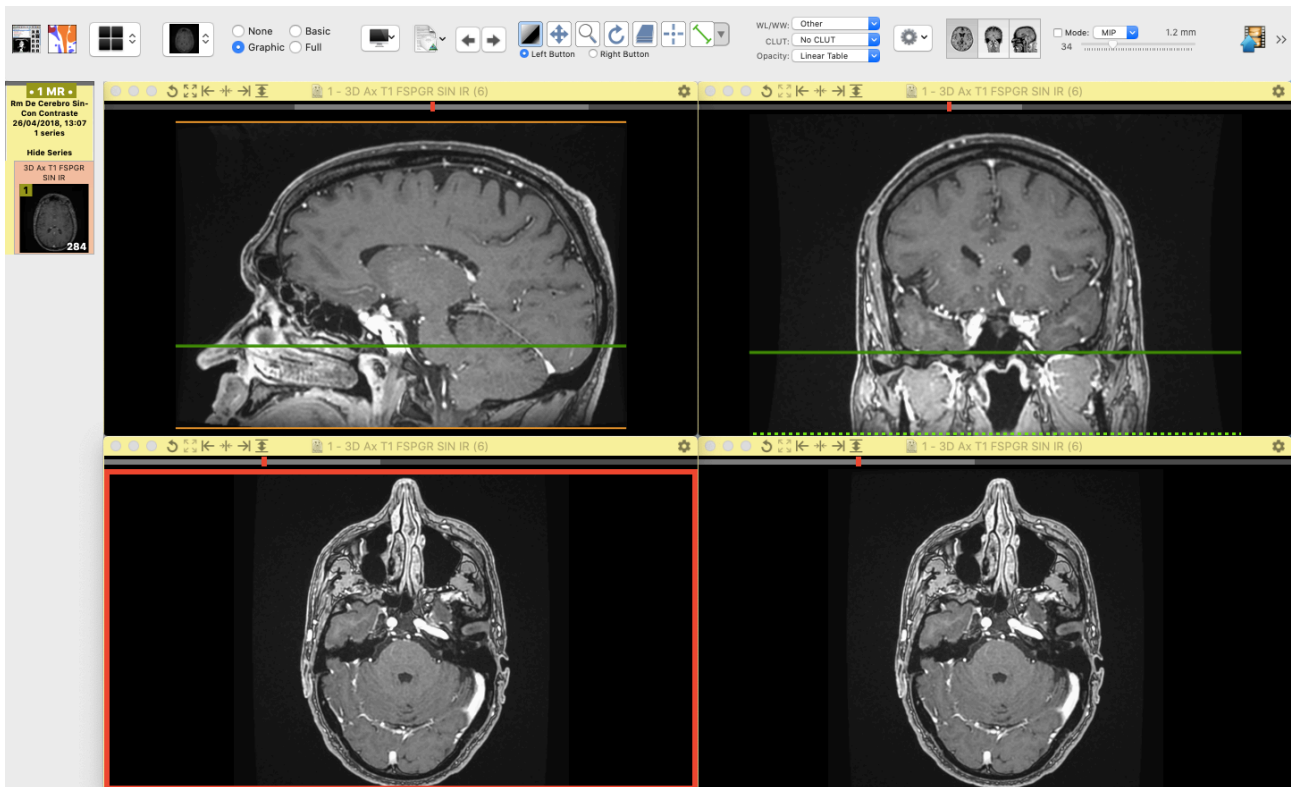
Software OsirixLite RM cerebral.
